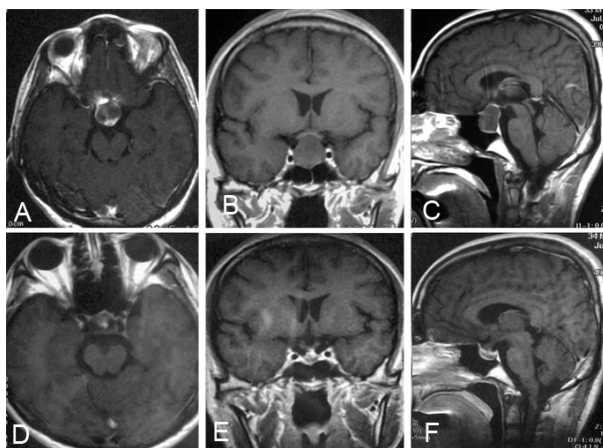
1 例垂体无功能腺瘤伽玛刀治疗前后 MRI
